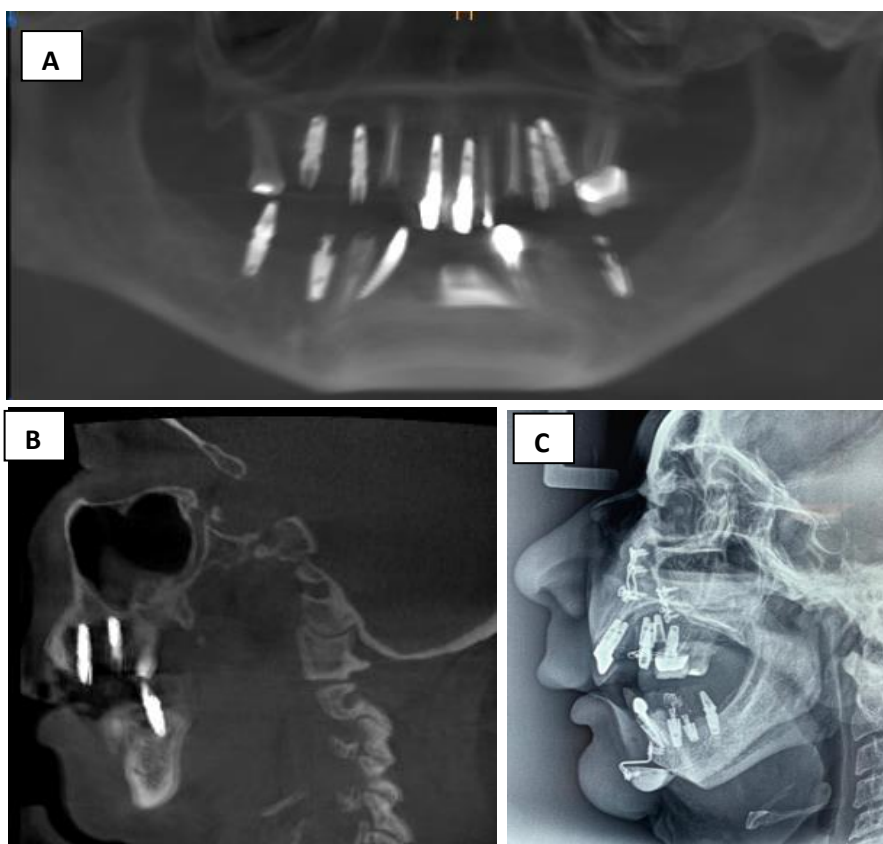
Caso2. Imágenes prequirúrgicas. (A) Radiografía Panorámica prequirúrgica presencia de implantes dentales; (B) Tomografía Computarizada prequirúrgica corte sagital
